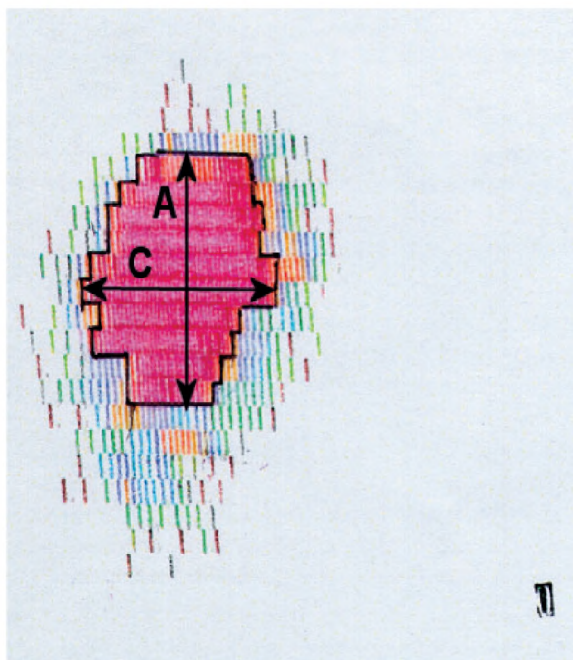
Lateral view planar ^{131}I scintigraphy presents remnant of right thyroid lobe with marked ROI. Measurements of the remnant are marked by arrows: A – length, C – depth.
